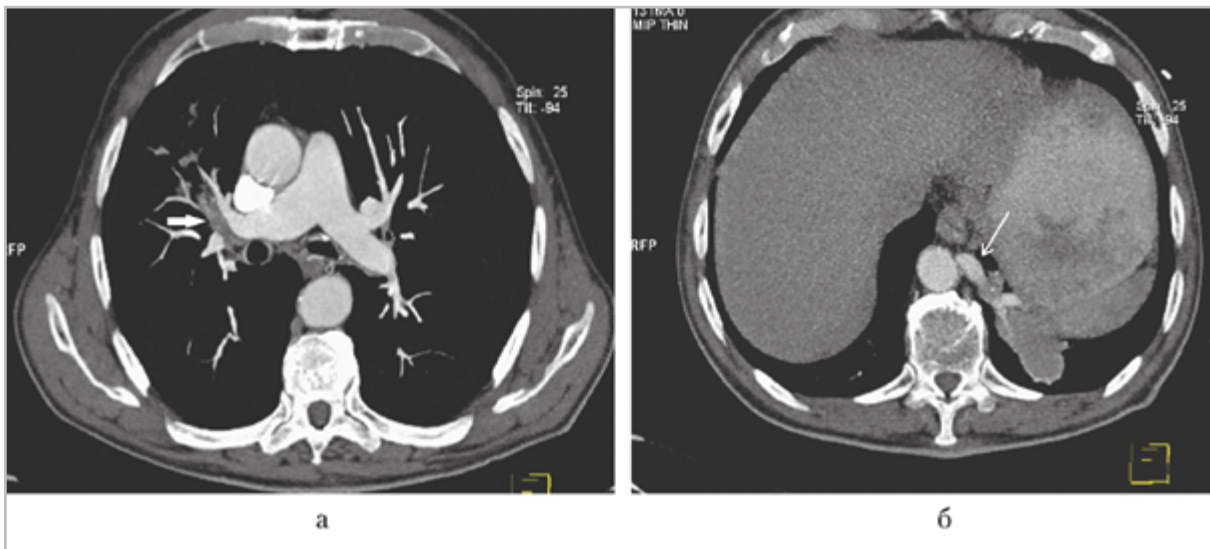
КТ-ангиограммы грудной клетки: *а* — центральный рак правого легкого (*толстая стрелка*); *б* — секвестрация левого легкого (*тонкая стрелка*)
